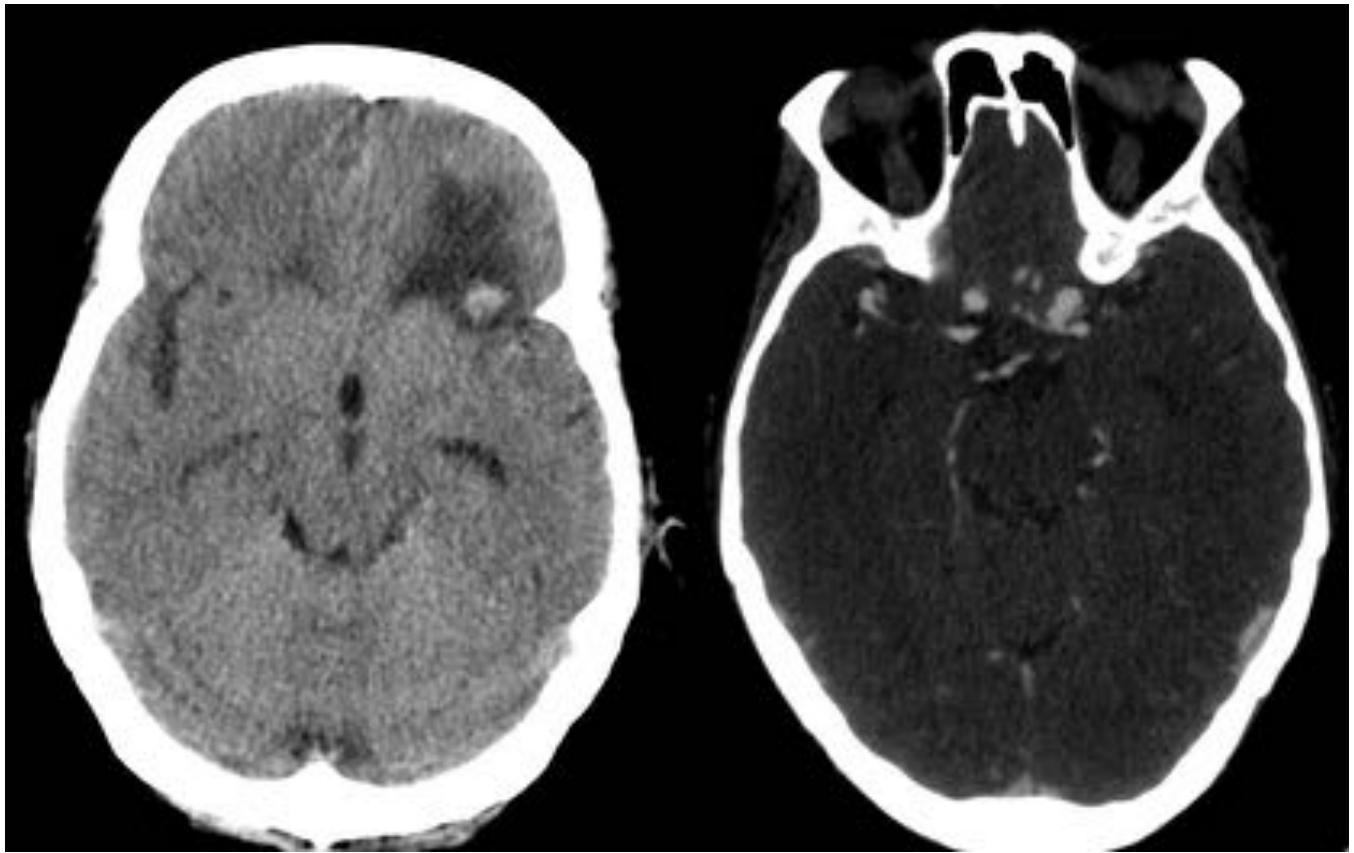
Aneurisma bilaterales sifones carotídeos. TC sin contraste y AngioTC .
